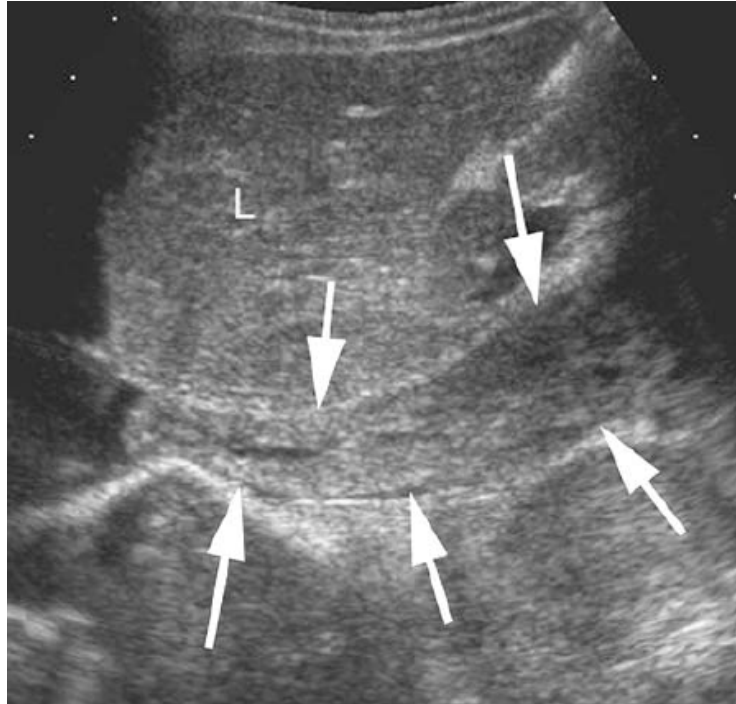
Néphroblastome chez une fille de 4 ans, l'échographie montre (coupe longitudinale) la thrombose de la VCI (flèches) [50].
